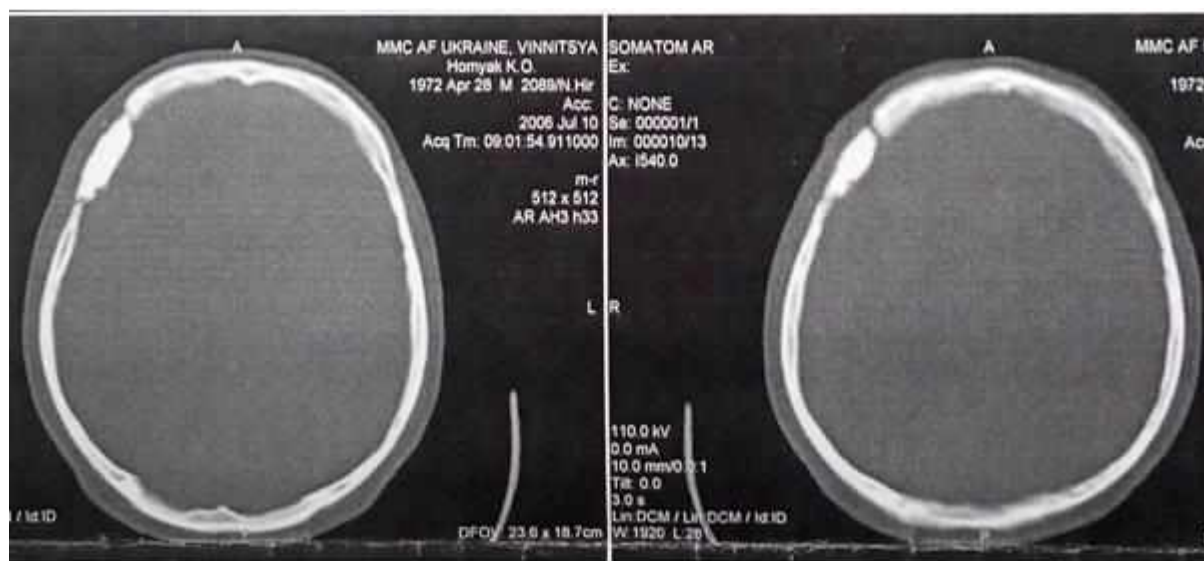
Спостереження № 1. КТ хворого Х-як, 34 роки (історія хвороби №380), виконана через 6 місяців після краніопластики.
